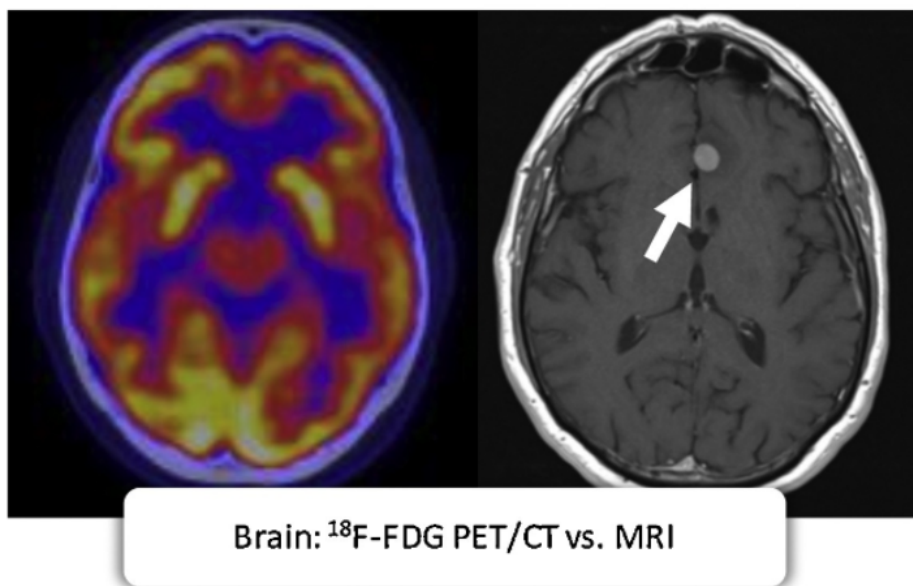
Η PET εικόνα αποτυγχάνει να καταδείξει τον όγκο στον εγκέφαλο (όπως φαίνεται στην MRI εικόνα)
